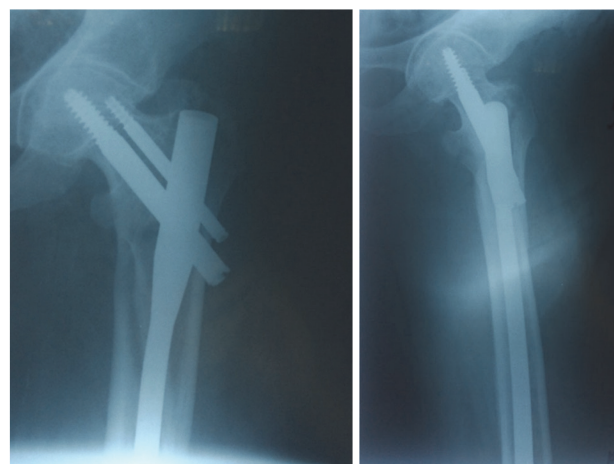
Рентгенограммы пациентки М. после проведения оперативного вмешательства.
